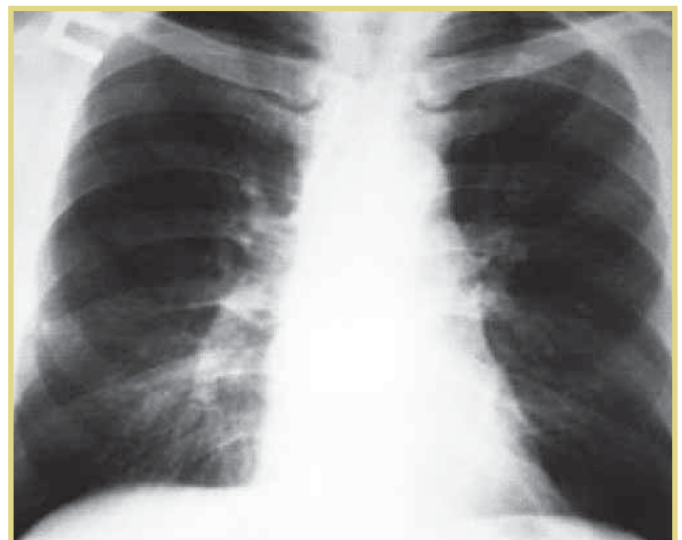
То же наблюдение. Рентгенограмма ОГК через 6 мес противотуберкулезной терапии
